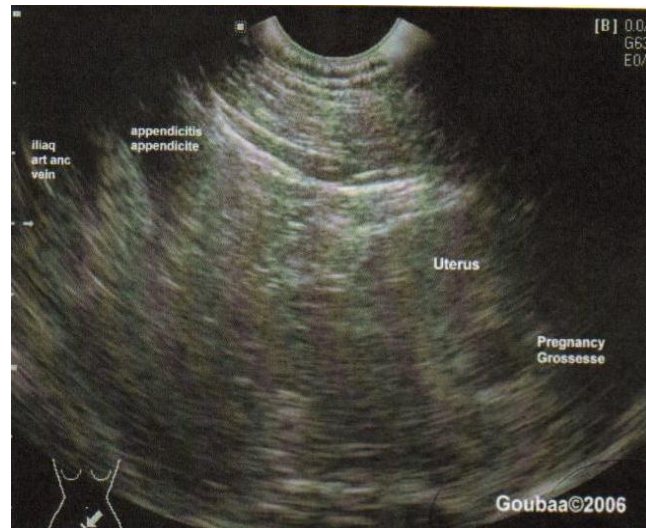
Image échographique montrant une appendicite chez une femme enceinte à 7SA
